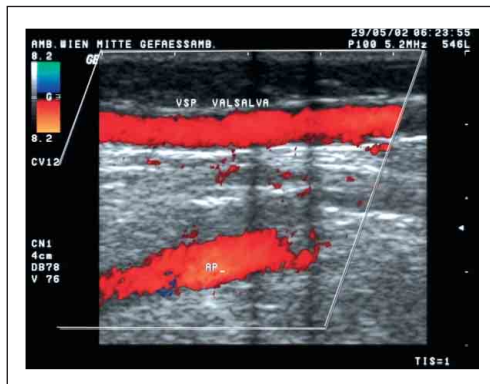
Darstellung einer insuffizienten V. saphena parva bei Valsalva und der A. poplitea im Farbdoppler, Arterie und Vene zeigen aufgrund der Klappeninsuffizienz der VSP und des dadurch bedingten Rückflusses in die Peripherie die gleiche Farbkodierung
